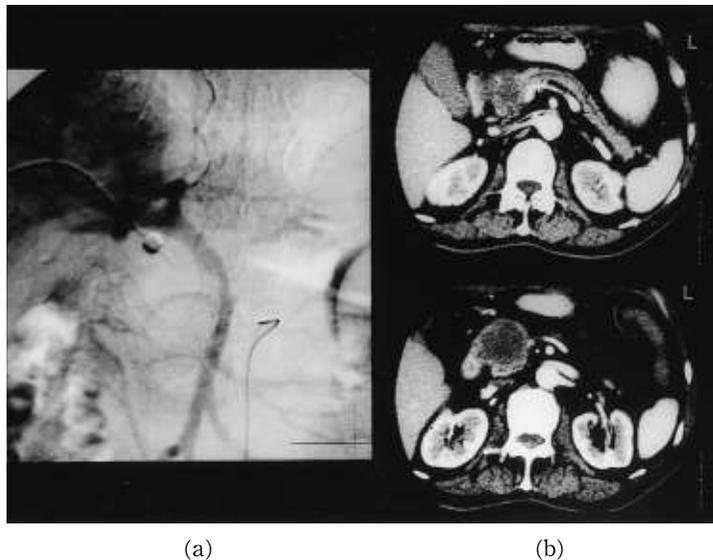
Impressions of portal invasion on angiography (a) and CT scan (b)
